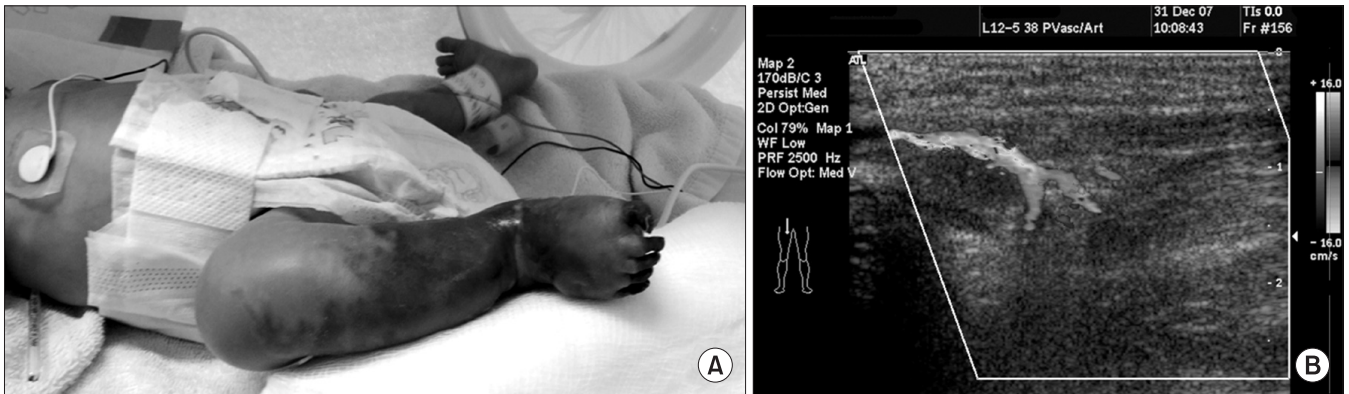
Clinical manifestations due to thromboembolism at eight-weeks of age. (A) Colors of the right lower extremity changed to dark purple and black. (B) Femoral artery was obstructed with thromboembolism on Doppler examination.
